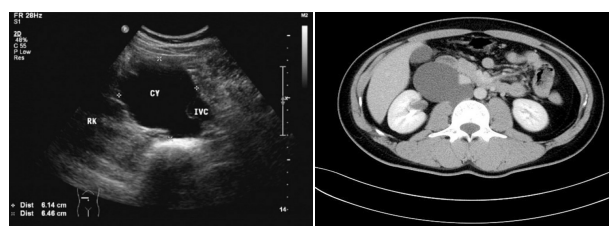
声像图显示腹膜后见一囊肿 图2 腹膜后淋巴管囊肿CT图 (CY)位于右肾(RK)内侧及下腔静脉(IVC)外侧
